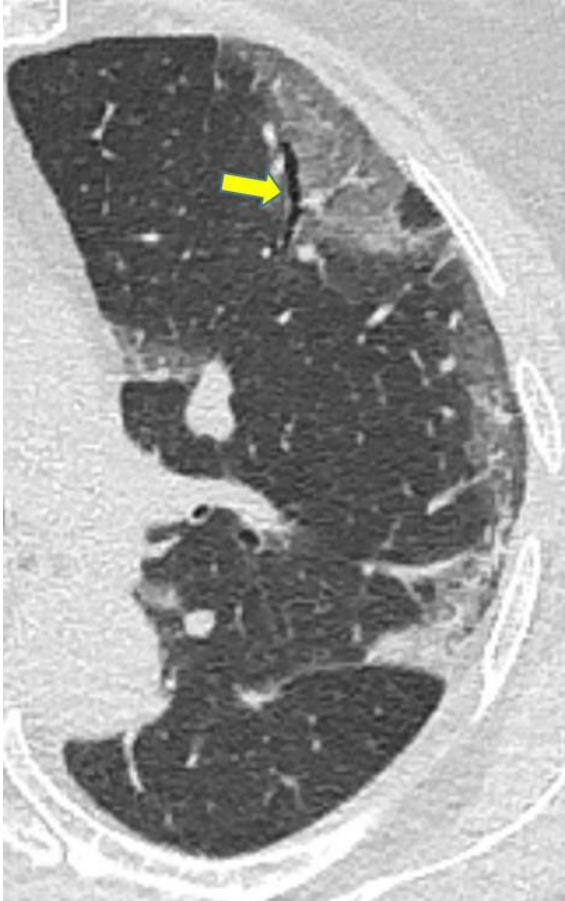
Yedi günlük ateş ve kuru öksürükle başvuran 77 yaşındaki COVID-19 kadın hasta. BT görüntüde her iki akciğer alt lobta hava bronkogramları izleniyor (sarı oklar).
